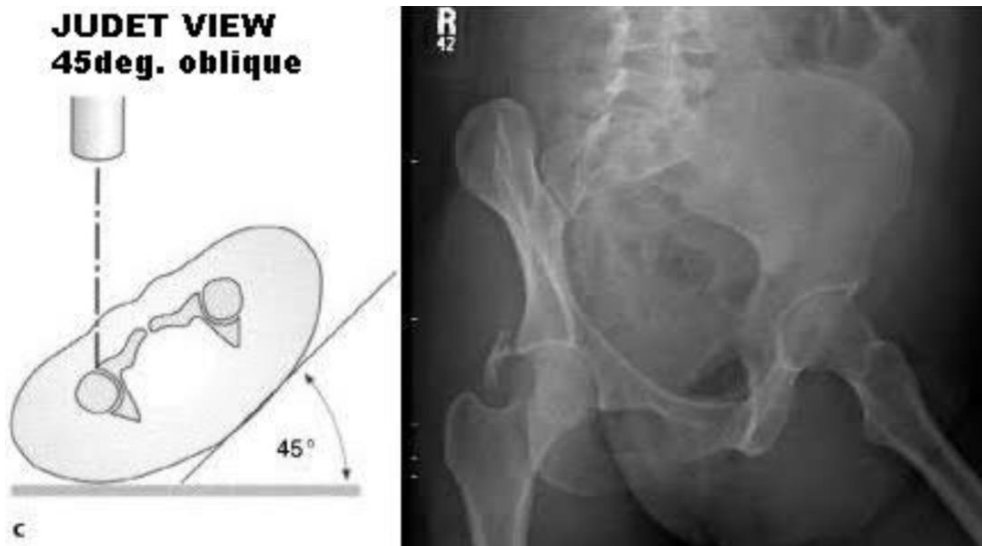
ภาพ X-ray pelvis Judet view
